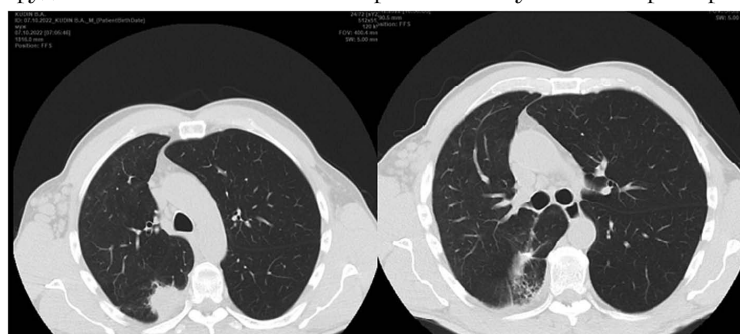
КТ органов грудной клетки до операции. Очаг уплотнения в S6 правого легкого размерами 35×31 мм
